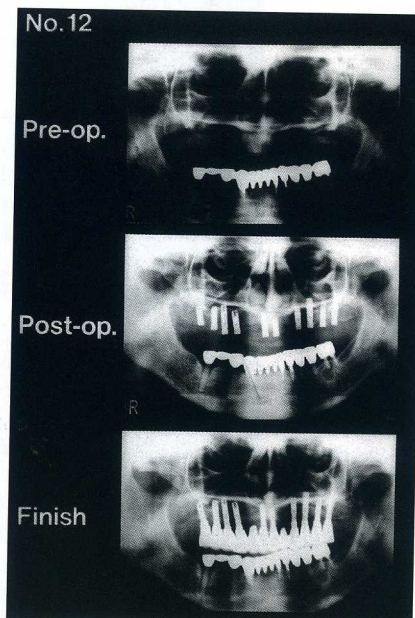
パントモX線検査(上・Pre-op)では上顎左右臼歯部の垂直的骨量は2~6mmで、サイナスリフト術の適応と考えられた。
